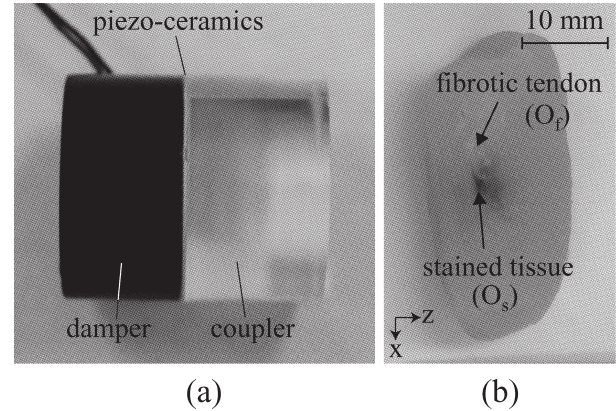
(a) 超音波発生器, (b) 生体組織試料.
